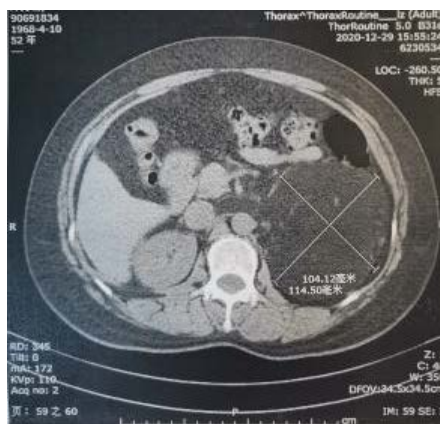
Preoperative CT-2
